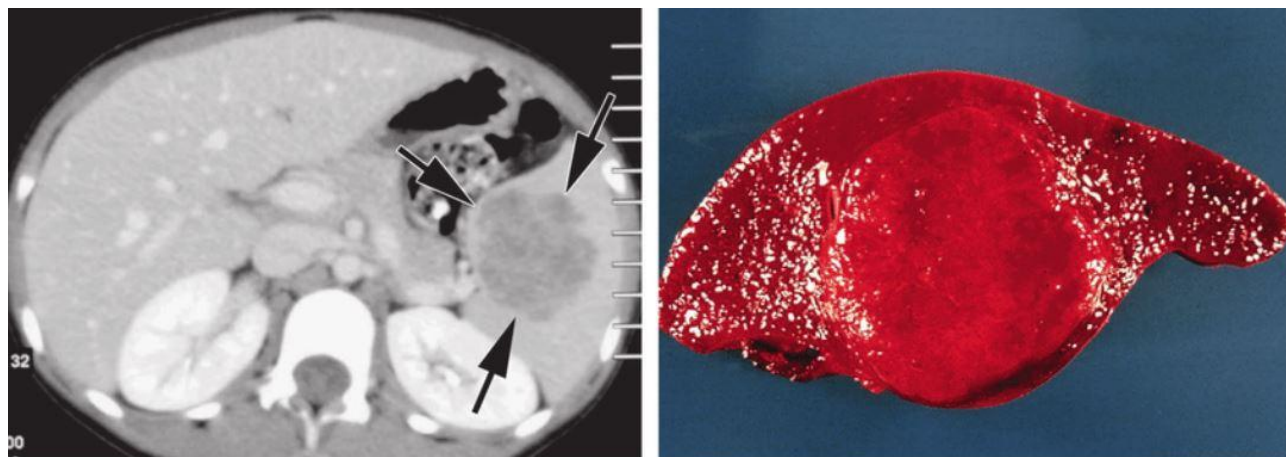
Aspect TDM et coupe macroscopique d'un lymphangiome splénique[234]
